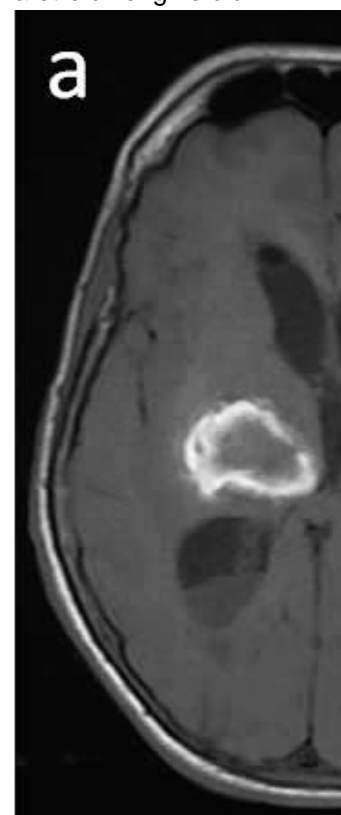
IRM en coupe axiale d'un hématome capsulo-thalamique droit à la phase subaiguë précoce (J3-J7). En séquence T1 l'hématome apparaît en isosignal central avec une couronne en hypersignal (a). En T2, l'hématome apparaît en hyposignal (b).
